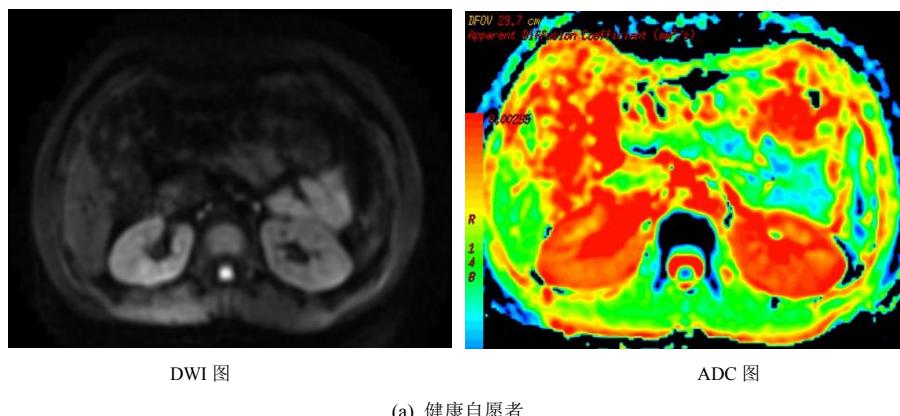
The DWI map and ADC map of renal parenchyma in Healthy volunteer and patient with chronic kidney disease ($b = 600 \text{ s/mm}^2$)
